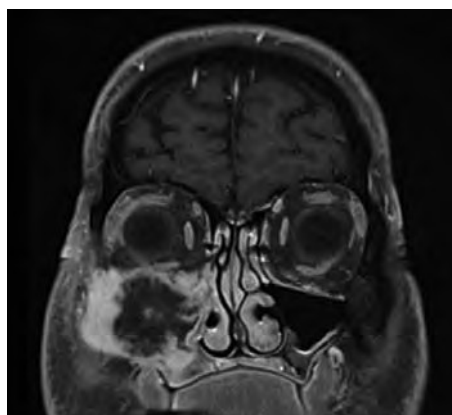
MRT: Odontogenes Fibromyxom rechts
